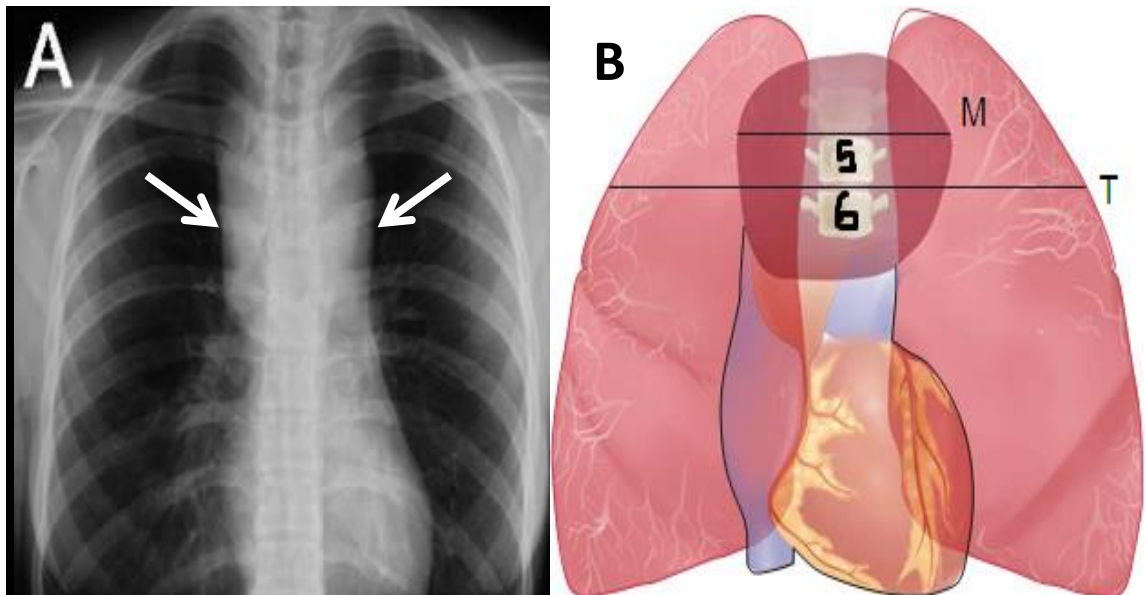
(A) Radiographie de thorax de face : syndrome médiastinale en « cheminée », (B) Atteinte médiastinale volumineuse [81, 22].
